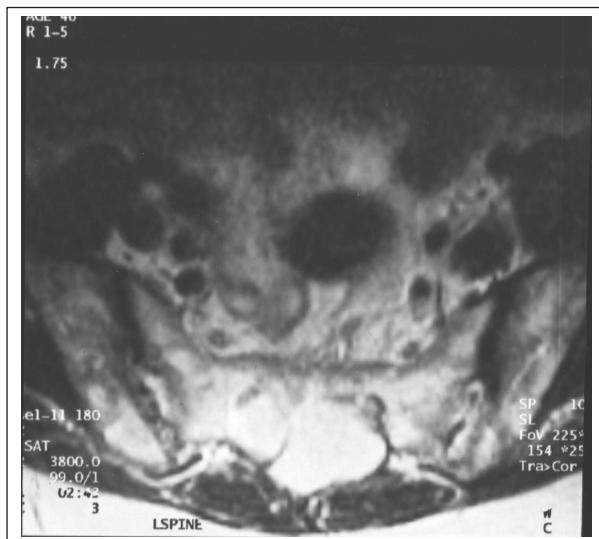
Corte Transversal a Nível Sacral da Ressonância Magnética mostrando os Cistos Perineurais
